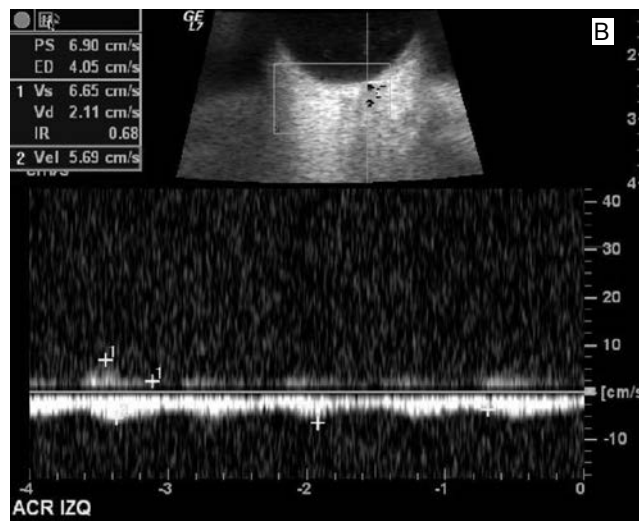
(a) Ultrasonido Doppler orbitario: obstrucción de la arteria central de la retina. (b) Espectro de la obstrucción de la arteria central de la retina.
